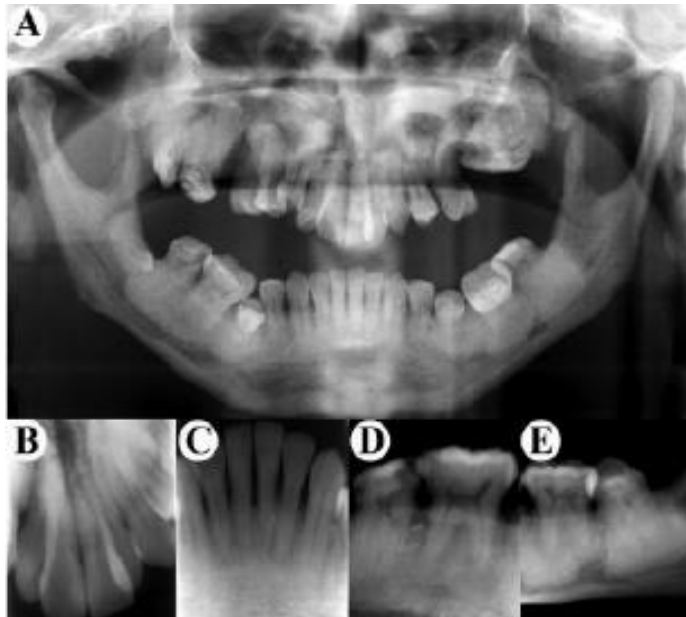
A La ortopantomografía muestra hipoplasia del maxilar y la mandíbula con aumento de la densidad ósea y la pérdida de trabeculado normal, ángulo mandibular obtuso y radiopacidad en zona de molares inferiores, B, C, D y E radiografías periapicales en las cuales se observan: ligamento periodontal ensanchado, pulpas estrechas y radiopacidad en el sector de molares inferiores.¹⁹
